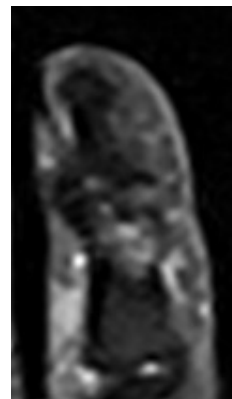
На представленном МР-томограмме визуализируются различные по выраженности и протяженности участки остеита в виде повышения интенсивности МР-сигнала в костной ткани в режиме T2 *STIR* в субхондральных отделах эпифизов костей
